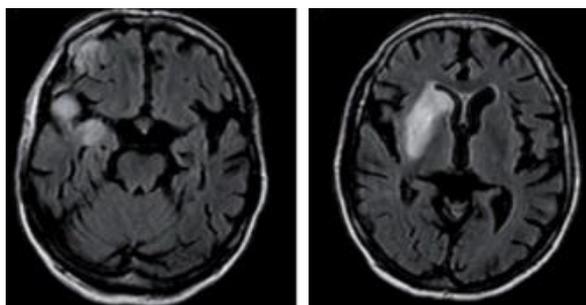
Imágenes resonancia magnética en las que observamos un infarto cerebral. Fuente: Gutiérrez-Zúñiga R, Fuentes B, Díez-Tejedor E. Ictus isquémico. Infarto cerebral y ataque isquémico transitorio. Medicine. 2019;12(70):4085–96. Referencia 3.
